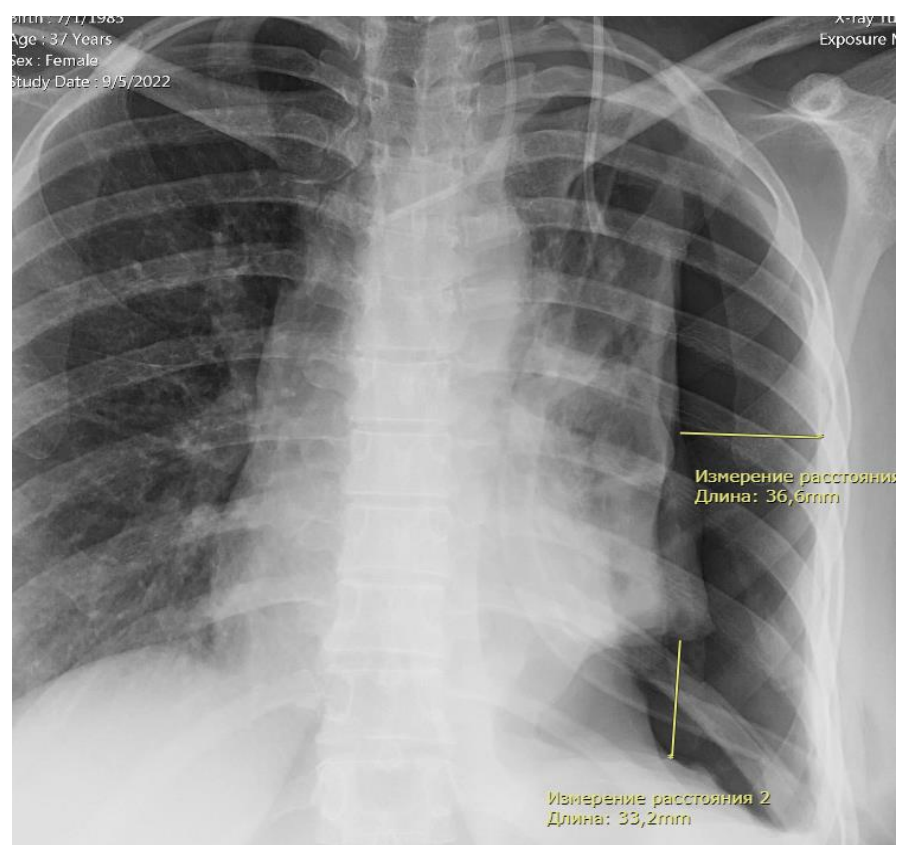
Рентгенография больного С. при поступлении
